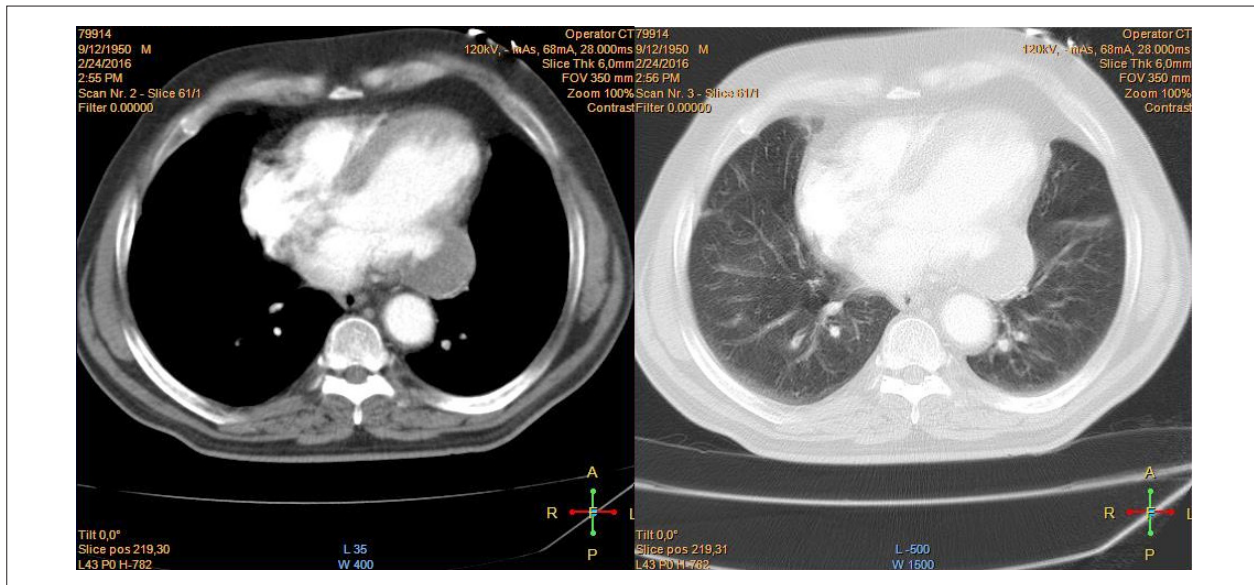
Tomografía computada mostrando cámaras cardíacas con dimensiones normales, con saculación en pared lateral del VI, midiendo cerca de 2,0 x 2,1 cm, sugiriendo pseudoaneurisma.
